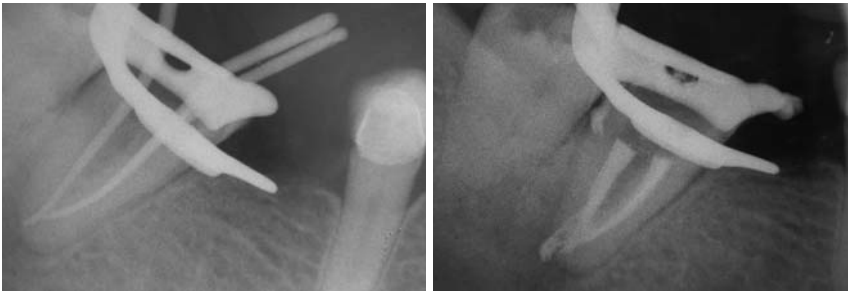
Exzentrische Röntgenaufnahme mit den Master Cones. – Abb. 12: Kontrollaufnahme der Obturation.
